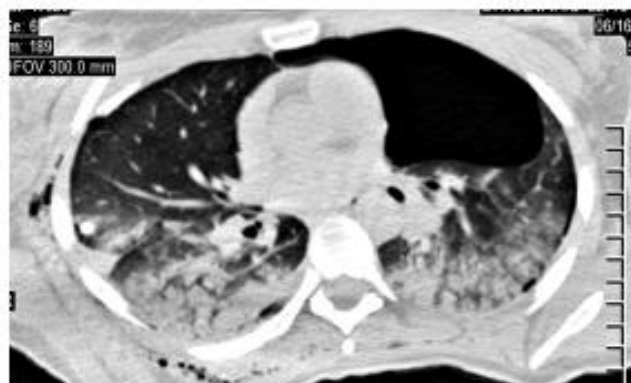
Компьютерная томография грудной клетки пострадавшей С., 22 года (аксиальный срез): множественные переломы ребер с двух сторон, ушиб обоих легких тяжелой степени, пневмоторакс слева
